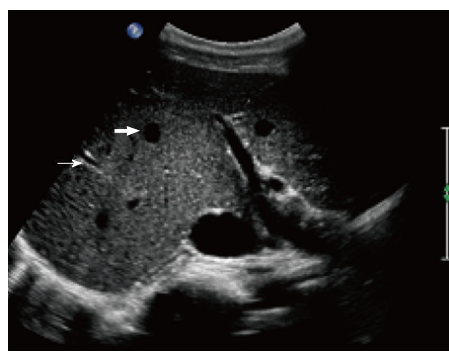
超声肋间切面c. 粗箭头代表肝静脉断面, 细箭头代表门静脉断面; 门静脉右干至肝静脉断面部分为SV, 肝静脉断面至门静脉断面部分为SVI, 门静脉断面以下部分为SVII.
